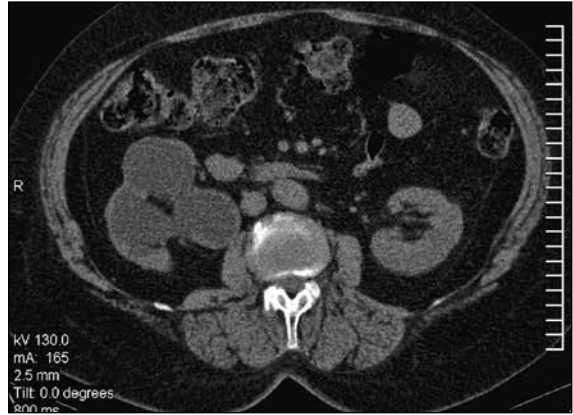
КТ нирки: правобічний пієнефроз (багатокамерна порожнина щільністю 18–20 НУ, залишки стоншеної паренхіми щільністю 38–40 НУ)
